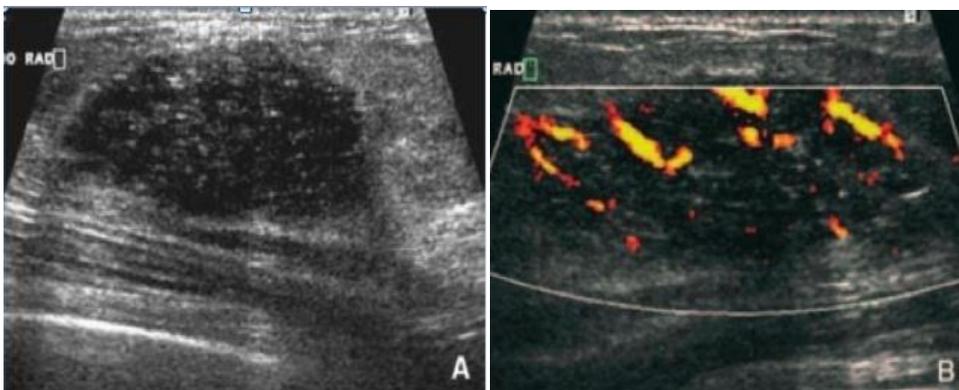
images échographique d'un cancer canalaire in situ sous la forme d'une masse palpable.
